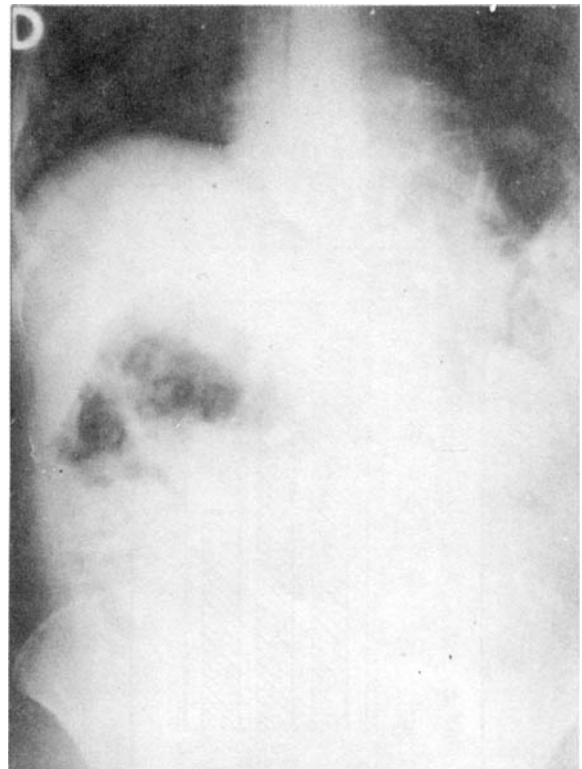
Radiografia simples de abdômen, mesmo paciente da figura anterior, logo após a Intubação Retossigmoideana Descompressiva; notar o desaparecimento do sinal de Von Wahl.
